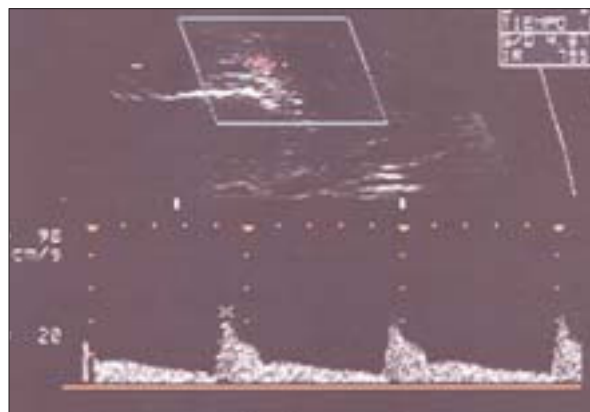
Eco-Doppler de arteria cavernosa tras la inyección intracavernosa de prostaglandina E₁.
